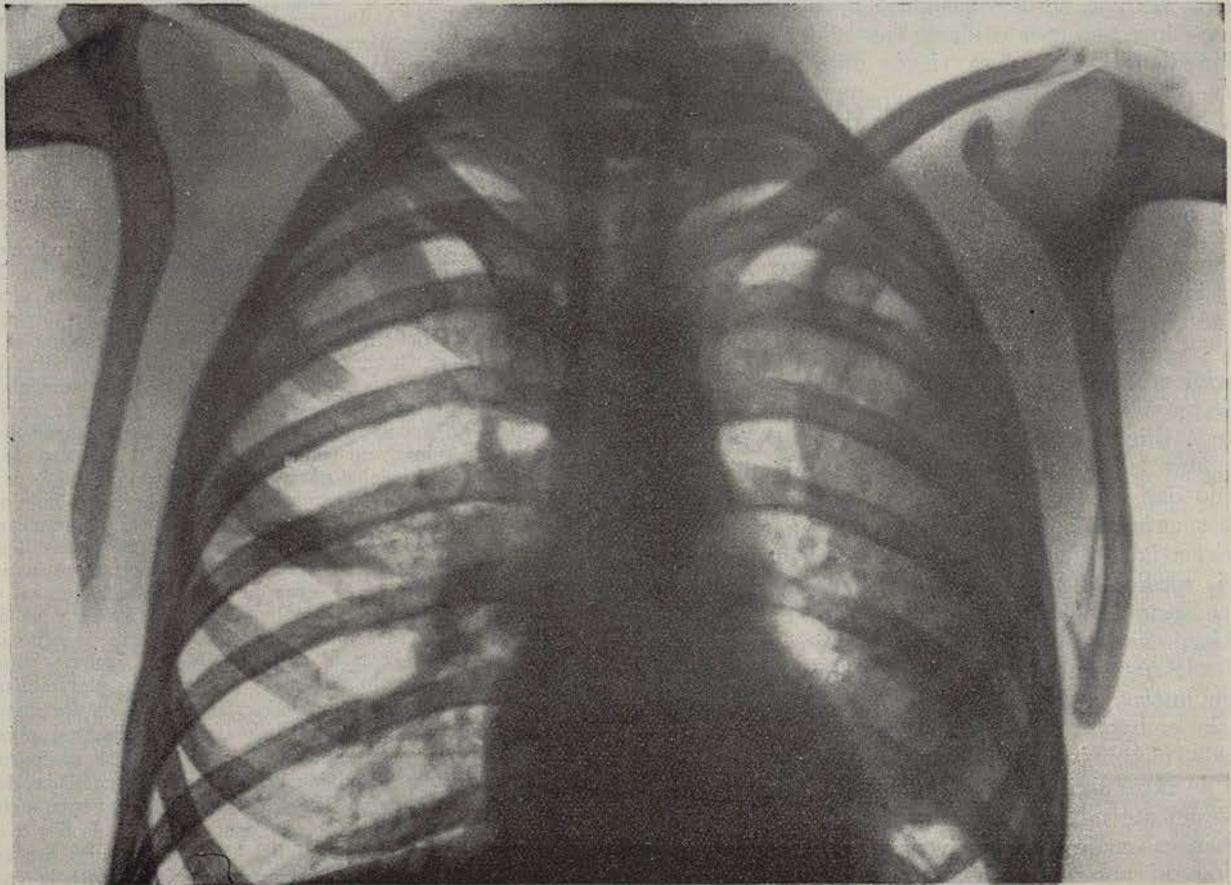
Observación Emilio T. - Radiografía obtenida en 9-VII-24.
